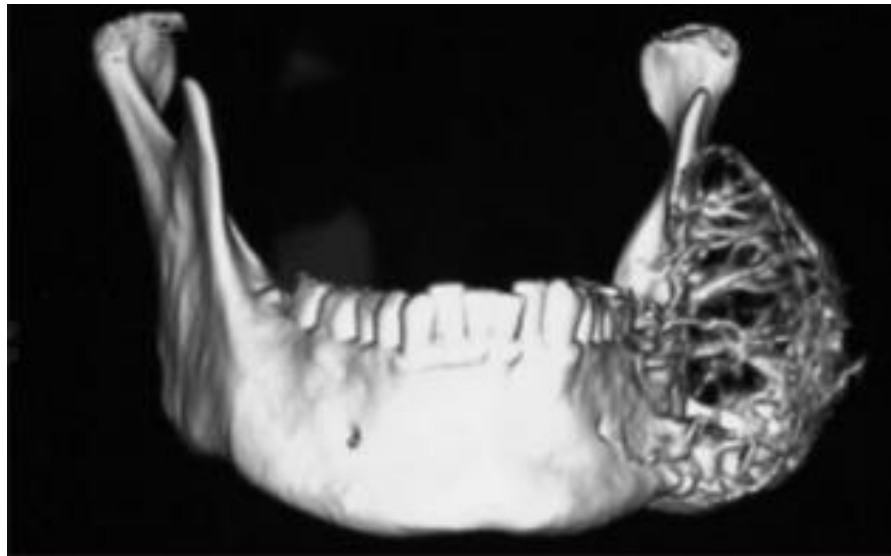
Imagen de TC 3D ⁴³
